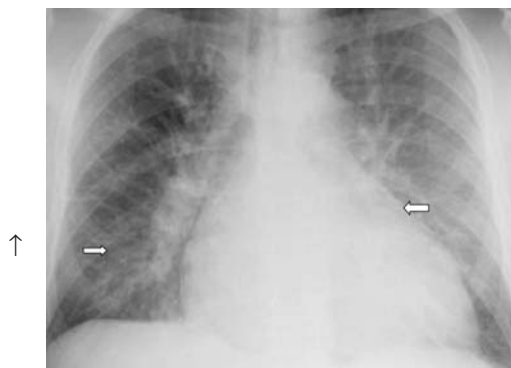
Рентгенограмма легких – кардиогенный отек легких.
